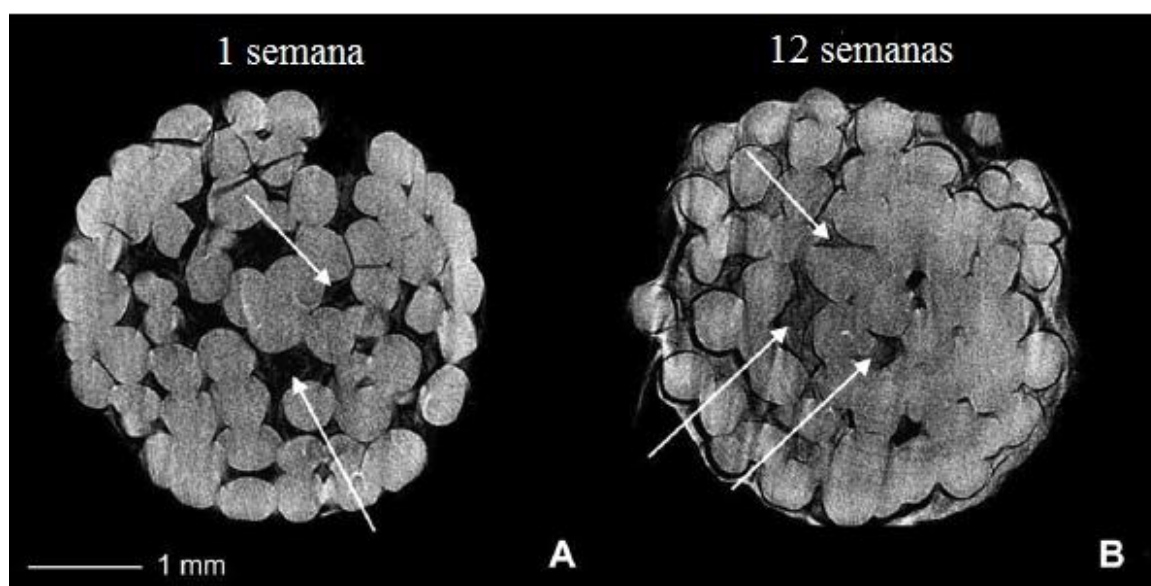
Micrografias, obtidas por micro-CT, de *scaffolds* de quitosano após A) 1 semana e B) 12 semanas de implantação em ratinhos de laboratório.
